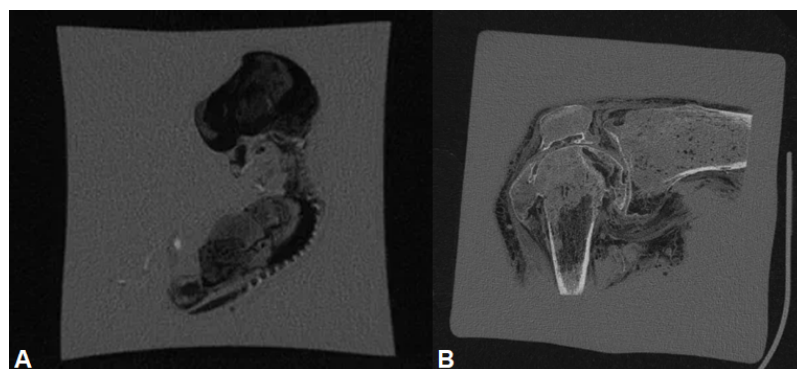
Томограммы заключенных в эпоксидную смолу анатомических препаратов. А – плод 14 недель; В – сагиттальный распил коленного сустава.
